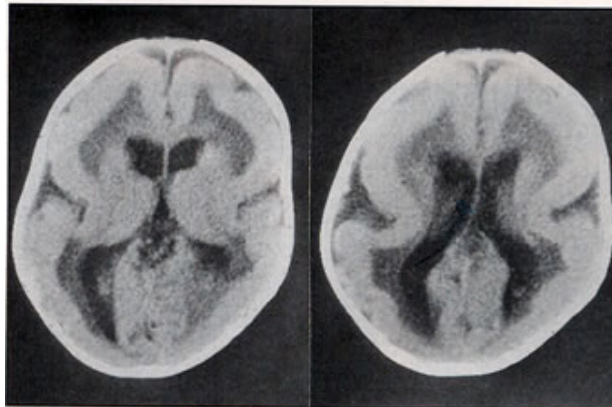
TDM : Lissencéphalie.
